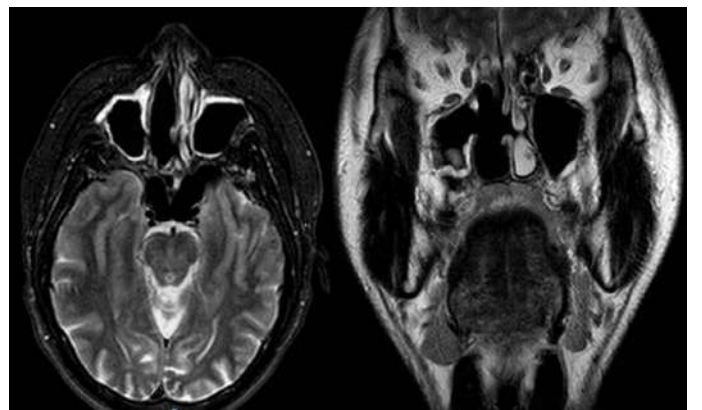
RMN de control postquirúrgico, cortes: axial y coronal.
